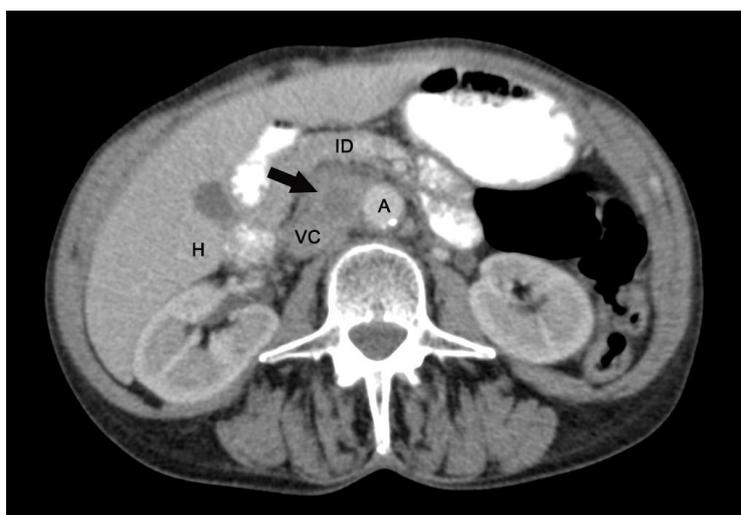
TC con contraste oral y endovenoso en contexto de dolor lumbar inespecífico. Imagen axial en fase portal demuestra adenopatía a nivel intercavo-aórtico con centro hipodenso (flecha). Ver posición de aorta abdominal (A) vena cava (VC), intestino delgado (ID), hígado (H) y vena cava (VC) rodeando a la lesión.
